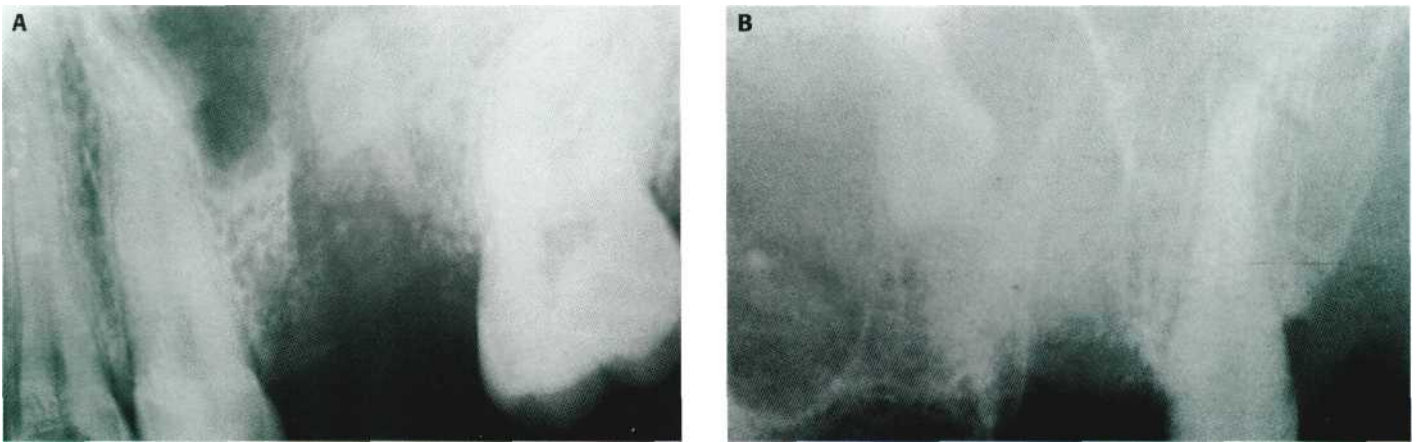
Restos radiculares desplazados al seno maxilar (radiografías periapicales). (A) Resto radicular de un 2.6 situado por debajo de la mucosa sinusal. (B) Resto radicular introducido dentro del seno maxilar.
